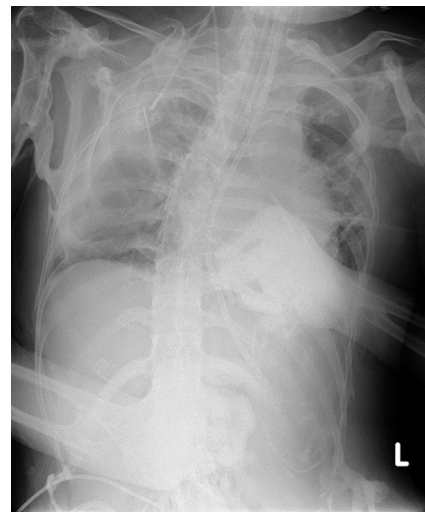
ICU入室時 (第18病日) の胸部X線写真
